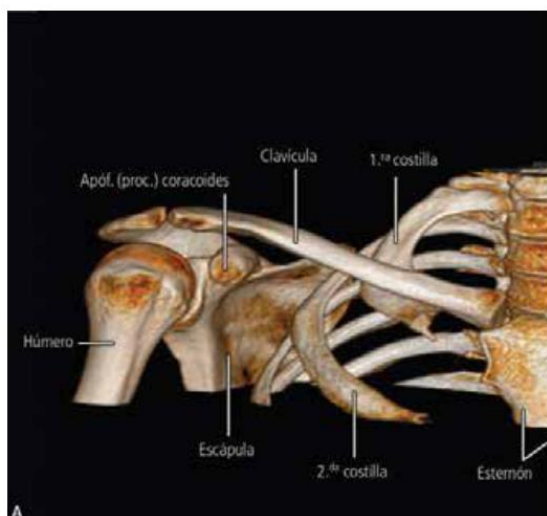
Reconstrucción tridimensional de tomografía computarizada de los huesos del extremo proximal del miembro superior y parte superior del tórax. A. Vista anterior del lado derecho. B. Vista anterosuperior del lado izquierdo.
